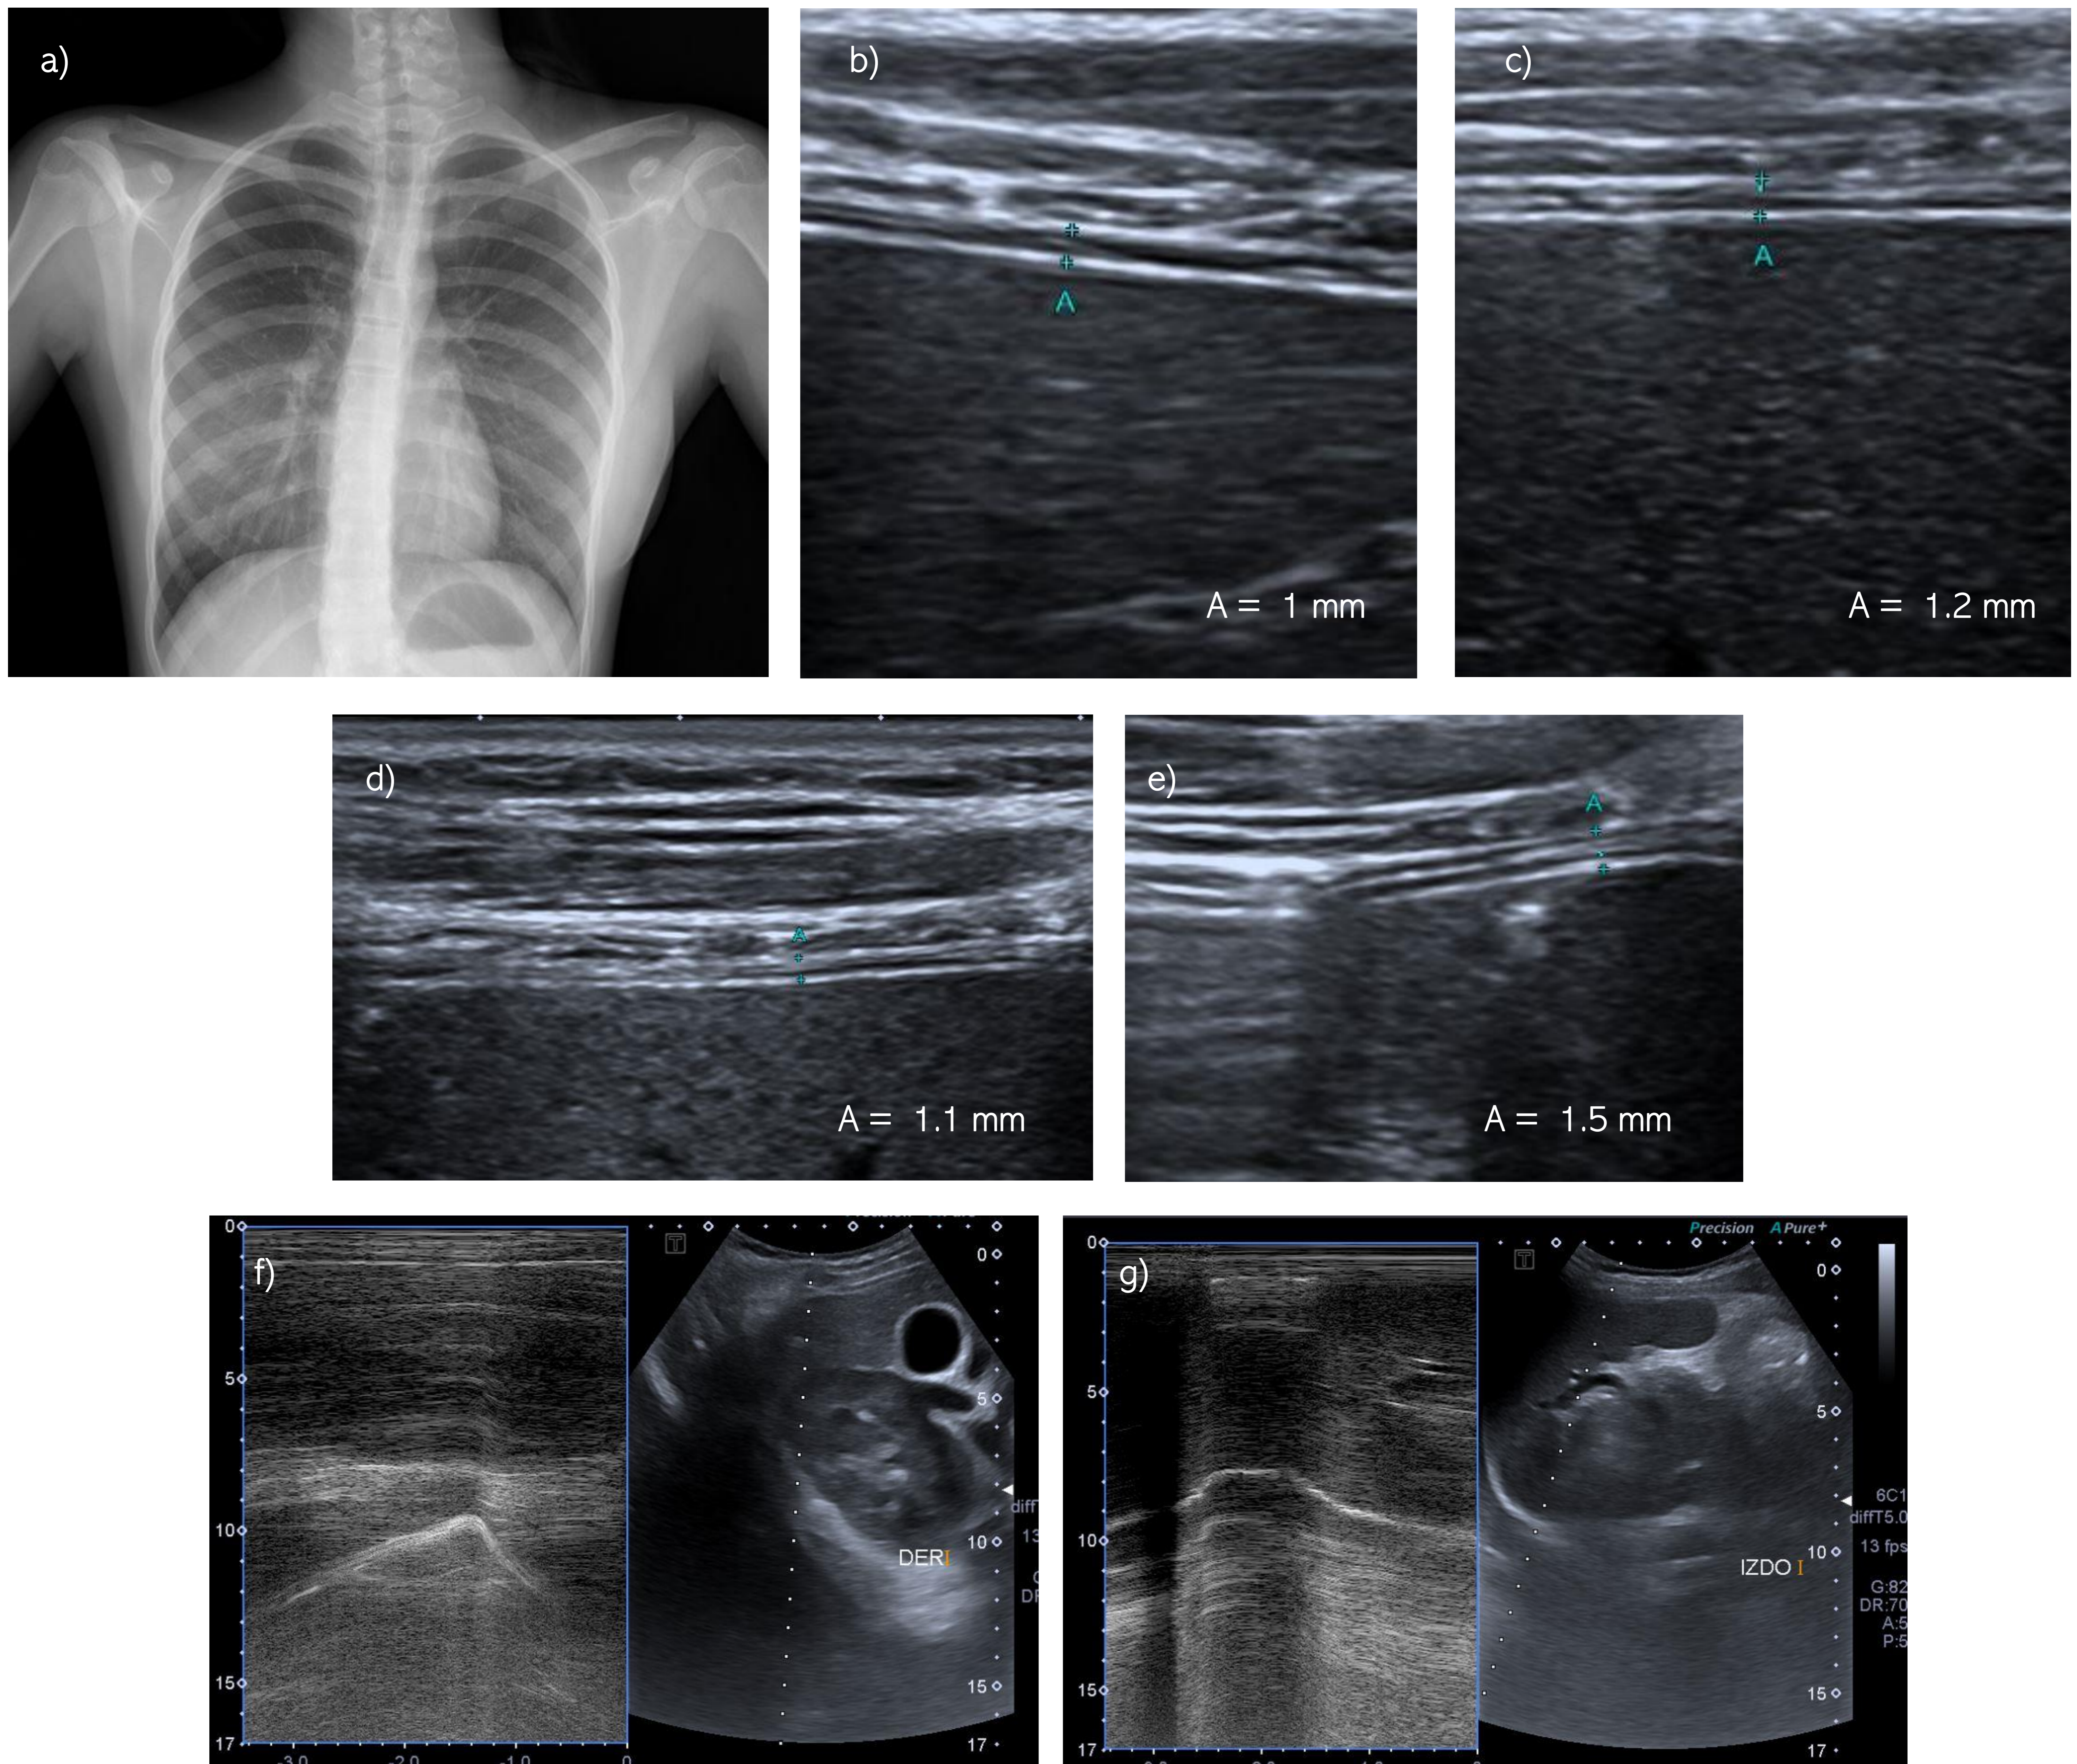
Paciente de 14 años que presentó fatiga, cefalea y artromialgias. En la espirometría presentó un patrón restrictivo leve. La radiografía de tórax (a) fue normal, a excepción de una leve escoliosis dorsolumbar.
